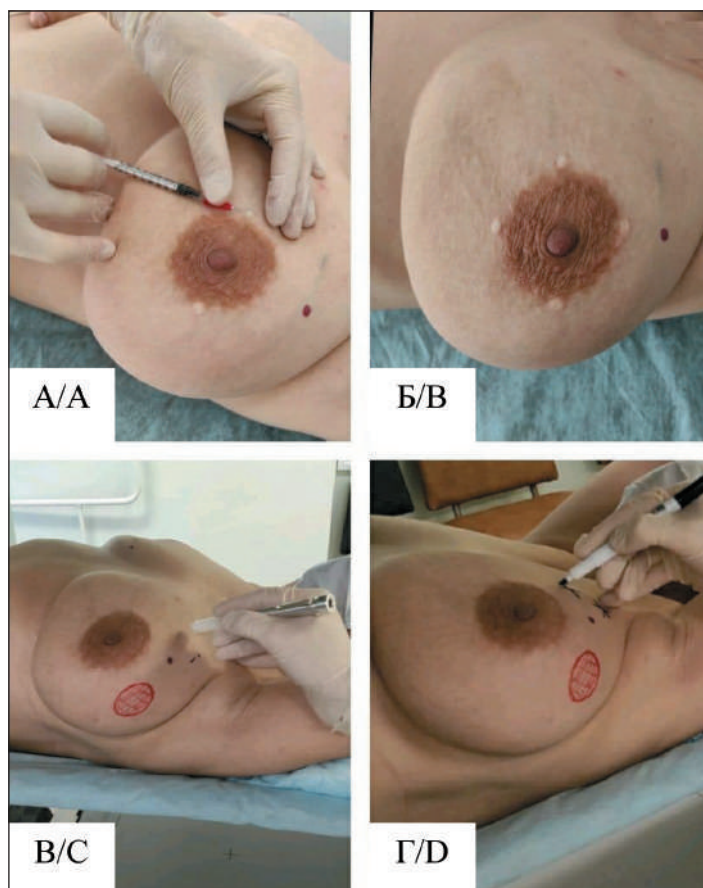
Процедура радионуклидной визуализации при биопсии СЛУ у пациентки с раком молочной железы. Методика периареолярного введения РФП в 2 точки на 3 и 9 ч (а), в 4 точки (б). Разметка СЛУ маркером с ^{99m}Tc (в) и перманентным маркером на коже (г) перед лимфосцинтиграфией
